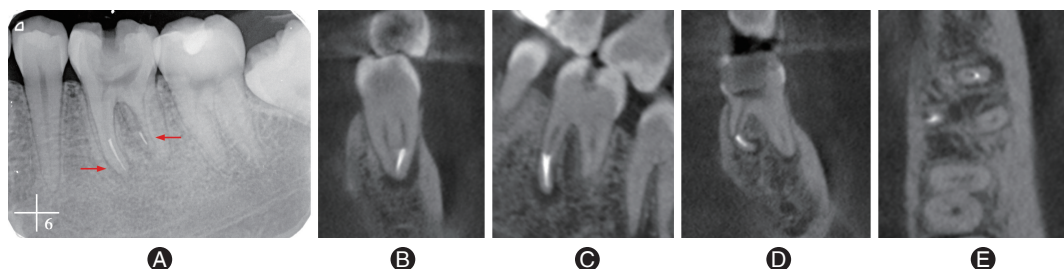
根管内器械分离的根尖片与锥形束CT(CBCT)的不同表现 A:根尖片显示36近中、远中根根尖区各1段高密度异物影像(红色箭头示);B:CBCT冠状面显示36近中颊侧根管根尖区高密度影;C:CBCT矢状面显示36近中颊侧根管根尖区高密度影;D:CBCT冠状面显示36远中舌侧根管根尖区高密度影;E:CBCT轴面显示近中颊侧根管、远中舌侧根管内高密度影。可见根尖片更便于判断分离器械的密度及直径、锥度等形态特征,CBCT更便于评估根管的具体形态、分离器械在根管内的三维位置,二者通常缺一不可。
